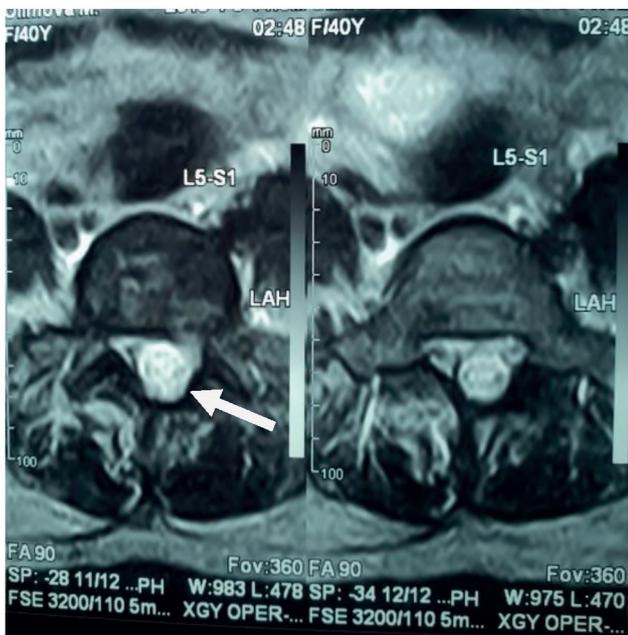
Аксиальный срез МРТ
